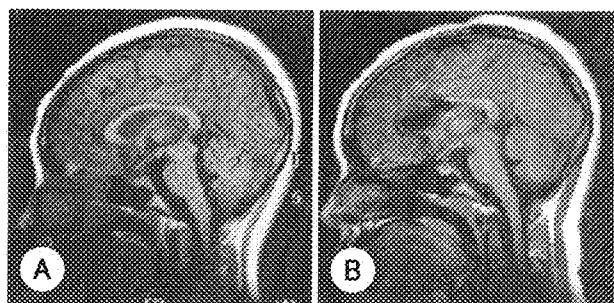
A : Preoperative sagittal MRI of 20 year-old woman with medically intractable epilepsy. B : Postoperative sagittal MRI after anterior callosotomy.
